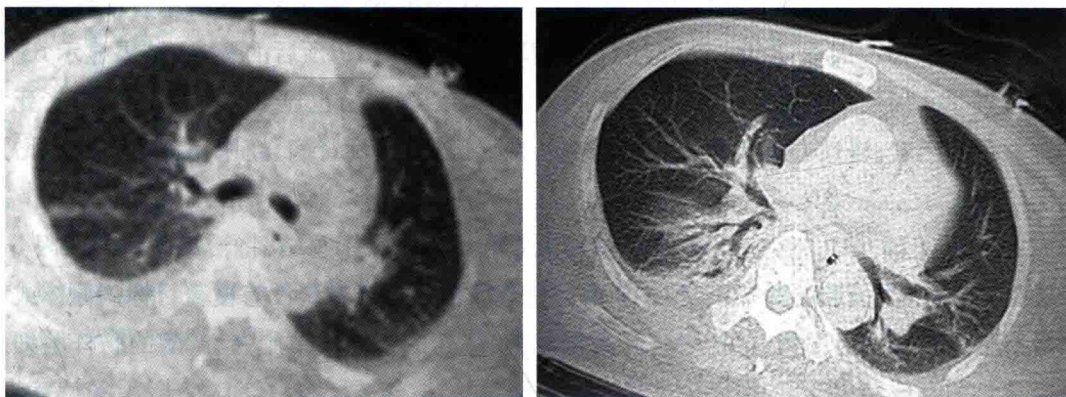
2012 年 8 月 26 日肺 CT: 右肺致密影明显吸收, 双侧少量胸腔积液
